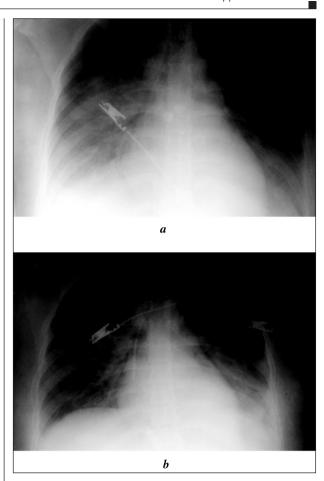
Рентгенограмма грудной клетки.
